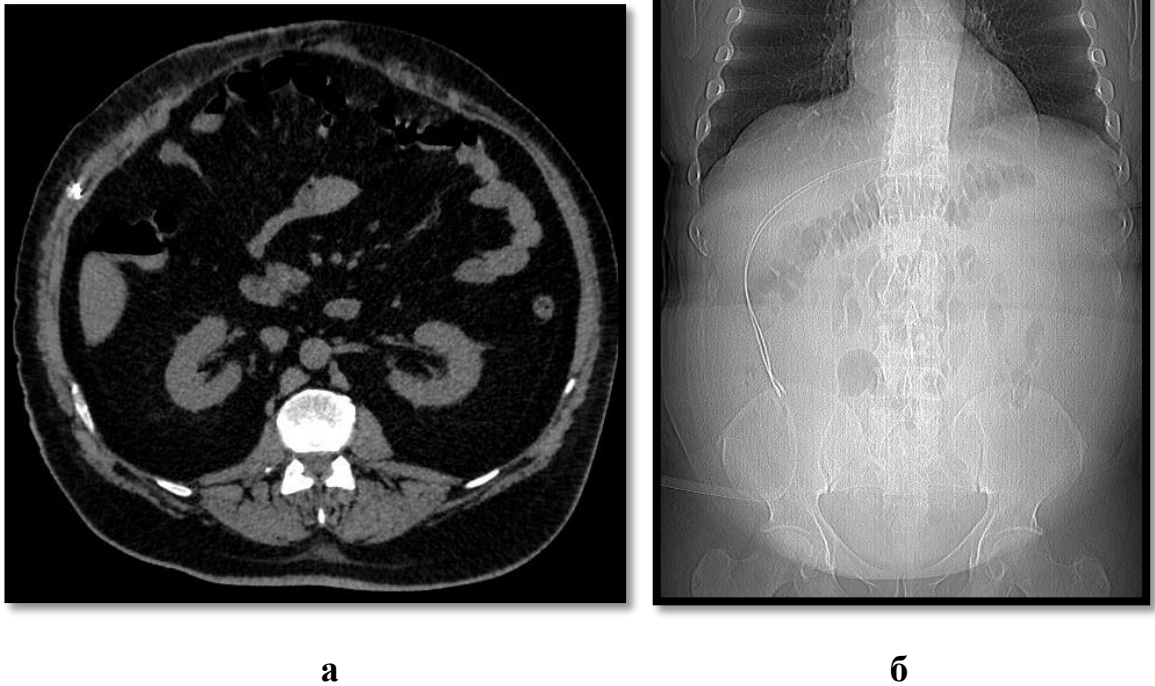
КТ – сканы на 17 сутки после операции
